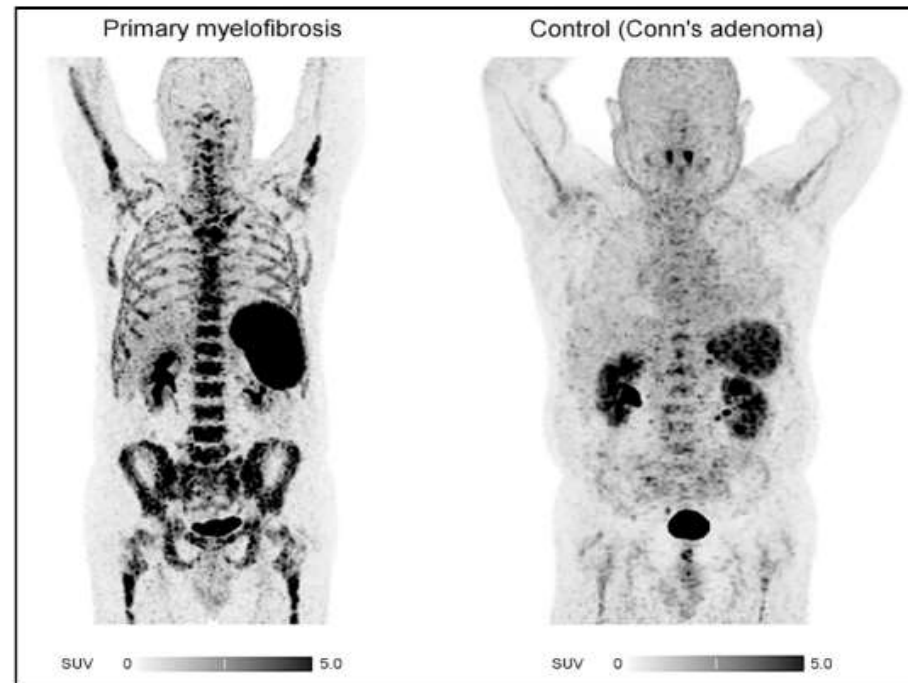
Display of patient (patient 6) with primary myelofibrosis. ^{68}Ga -pentixafor PET/CT (maximum-intensity projections) depicts significantly increased tracer uptake in BM as well as spleen compared with control group.
